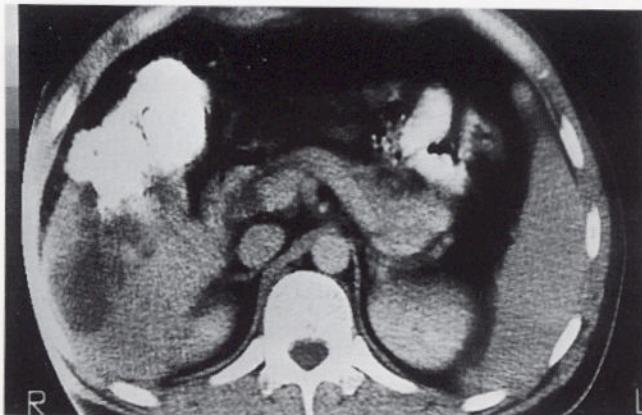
CT scan shows dense lipiodol laden mass with focal low density area at right lobe of liver.
